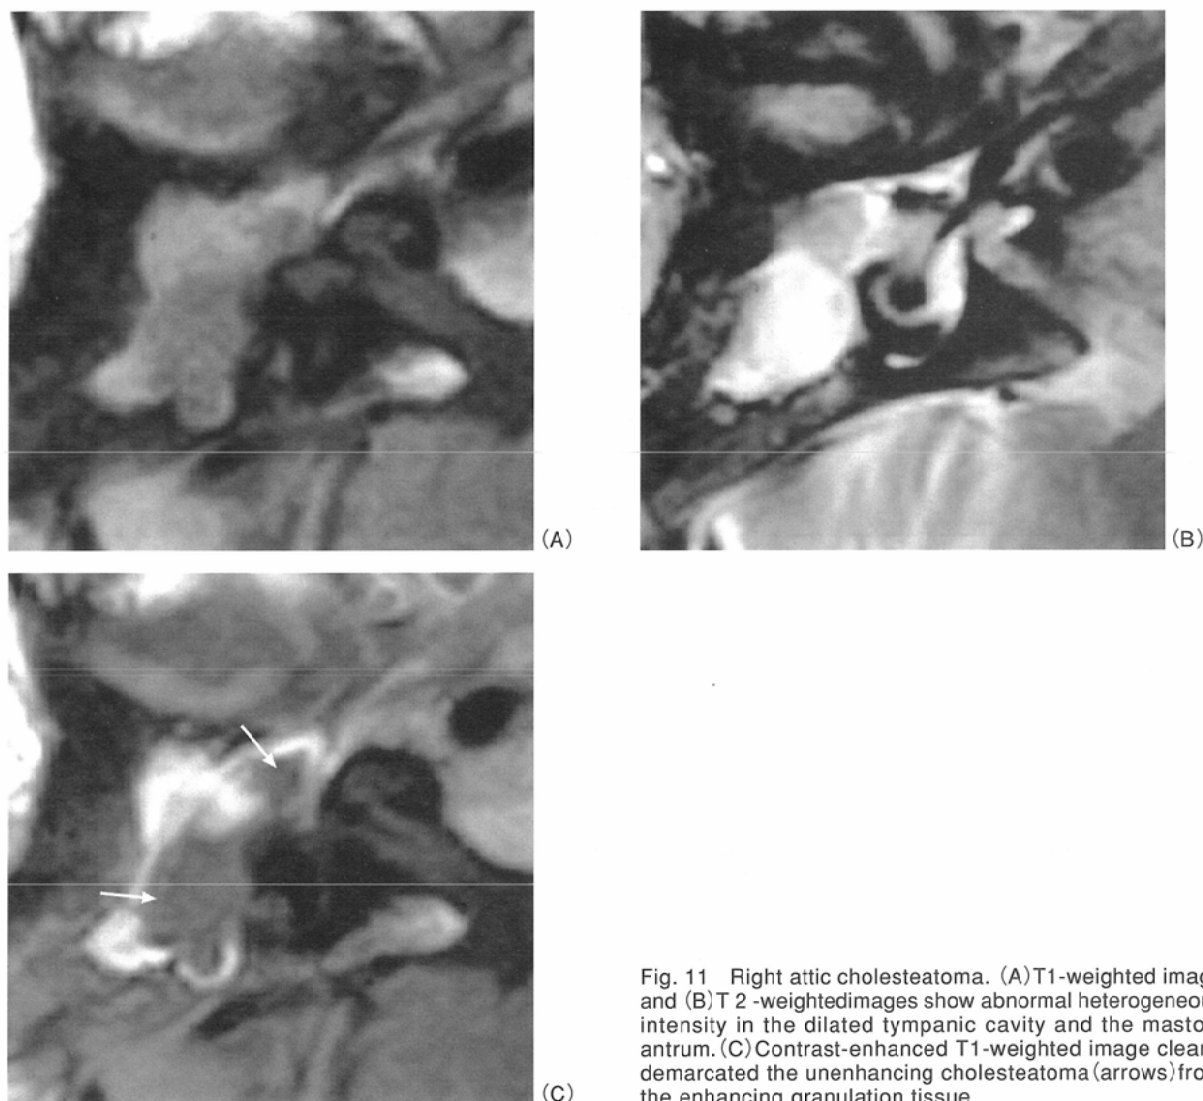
Right attic cholesteatoma. (A) T1-weighted image and (B) T2-weighted images show abnormal heterogeneous intensity in the dilated tympanic cavity and the mastoid antrum. (C) Contrast-enhanced T1-weighted image clearly demarcated the unenhancing cholesteatoma (arrows) from the enhancing granulation tissue.
